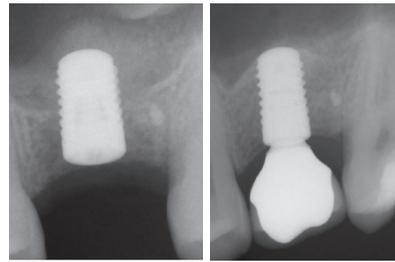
Prima e dopo: Geistlich Bio-Oss® Collagen consente il rialzo della membrana senza lesioni e l'osso neoformato, dopo il consolidamento dell'innesto, mostra un aspetto radiografico molto simile a quello dell'osso naturale in soli 9 mesi.
